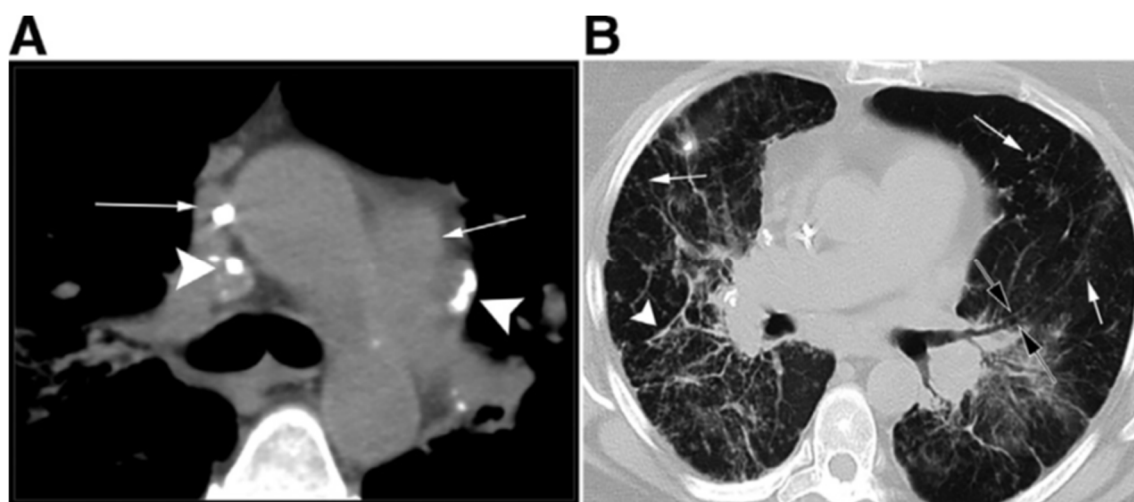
Donna di 49 anni con dolore toracico. (A) Sezione coronale TC senza mezzo di contrasto che mostra linfadenopatie mediastiniche simmetriche (freccie bianche) con calcificazioni (punta di freccia bianca) e (B) opacità reticolari (punte di freccia bianche), estese bronchiectasie da trazione (freccie nere) e noduli perilinfatici (freccie bianche) nel parenchima polmonare. Questi reperti sono suggestivi di sarcoidosi polmonare.⁶⁶
